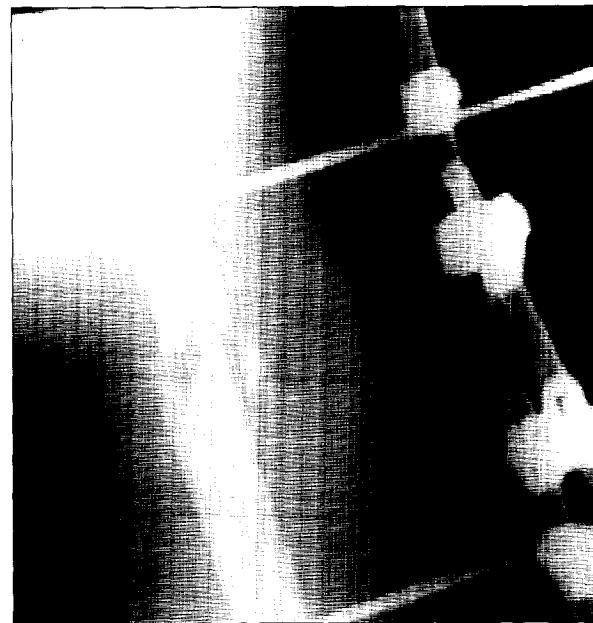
Caso 8, radiografía posoperatoria.
